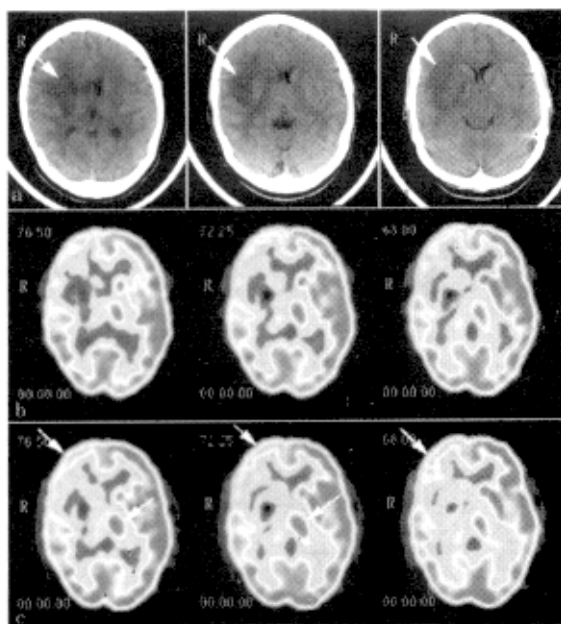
右大脑中动脉梗塞患者 CT 和 PET 影像
